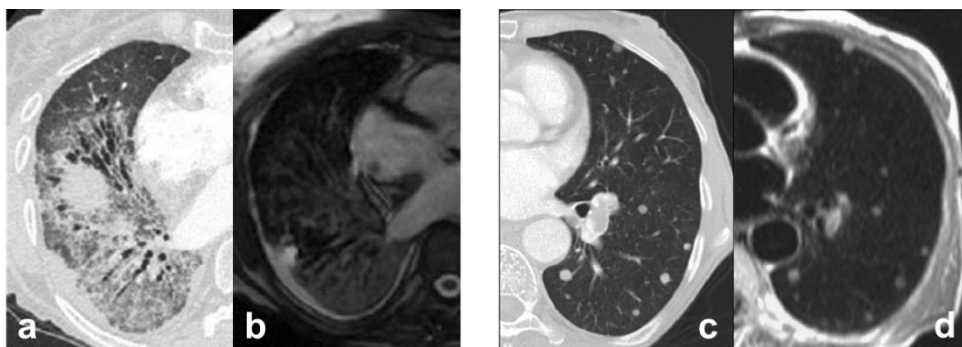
Images de tomodensitométrie (CT) (a) et d'IRM bSSFP (b) montrant les défauts fibrotiques et de bronchiectasie (affection chronique sous forme de dilatation des bronches), modifiées de (42 - Rajaram 2012). Images de CT (c) et d'IRM HASTE (d) qui montrent de petits nodules pulmonaires ( $\sim 5$  mm), issues de (46 - Vogt 2004). La taille des nodules détectables peut atteindre  $\sim 3$  mm par HASTE (45 - Hatabu 1999).
